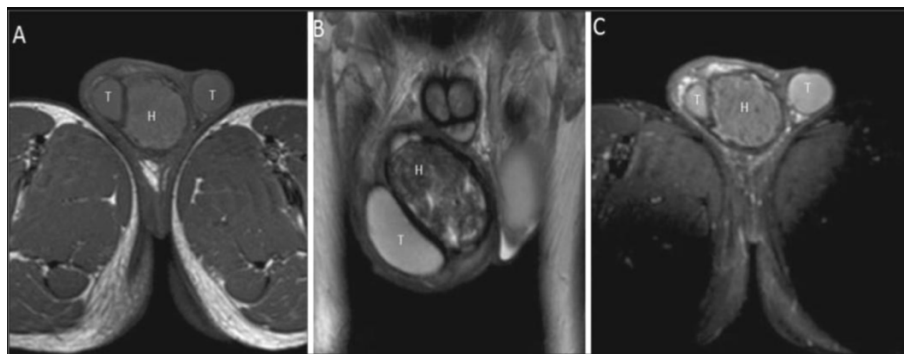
МРТ органов мошонки: повреждение яичка (H - гематома, указана стрелкой).
